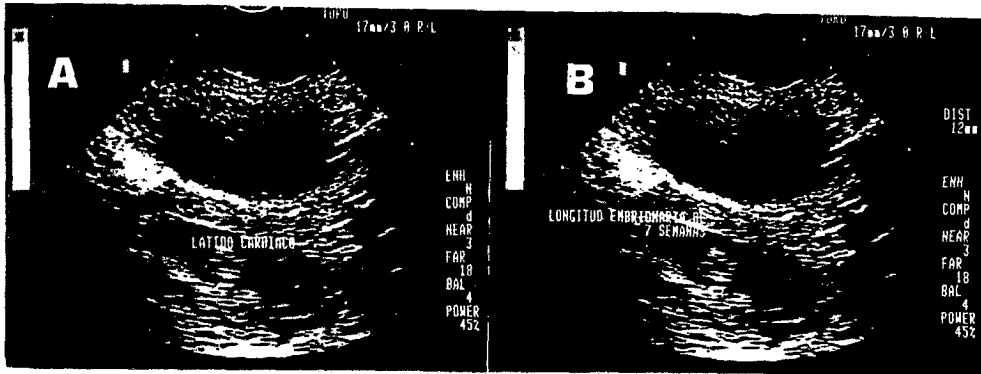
A: ultrasonido vaginal, medición de CRL para determinación de edad gestacional en un embarazo normal. B: identificación de latido cardíaco fetal por USG vaginal.
